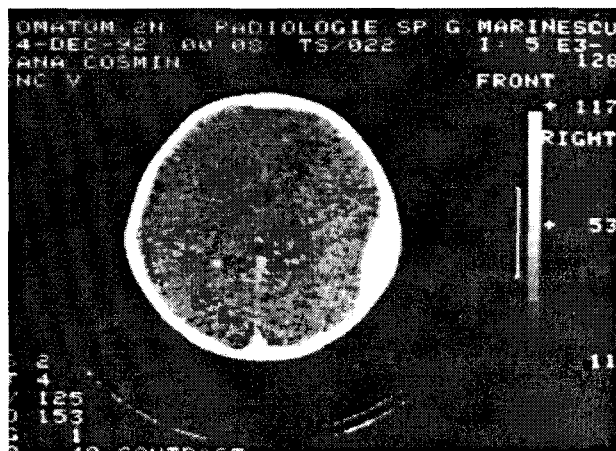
CT-scan: Contuzie cerebrală cu hematom extradural T drept și marcat edem cerebral
